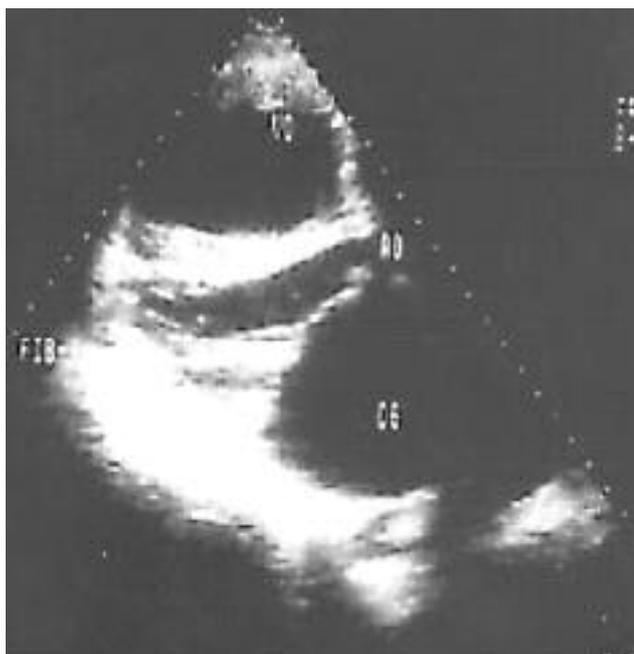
Echocardiographie en incidence para-sternale grand axe montrant un comblement fibreux du ventricule gauche dans le cadre d'une fibrose endomyocardique.
